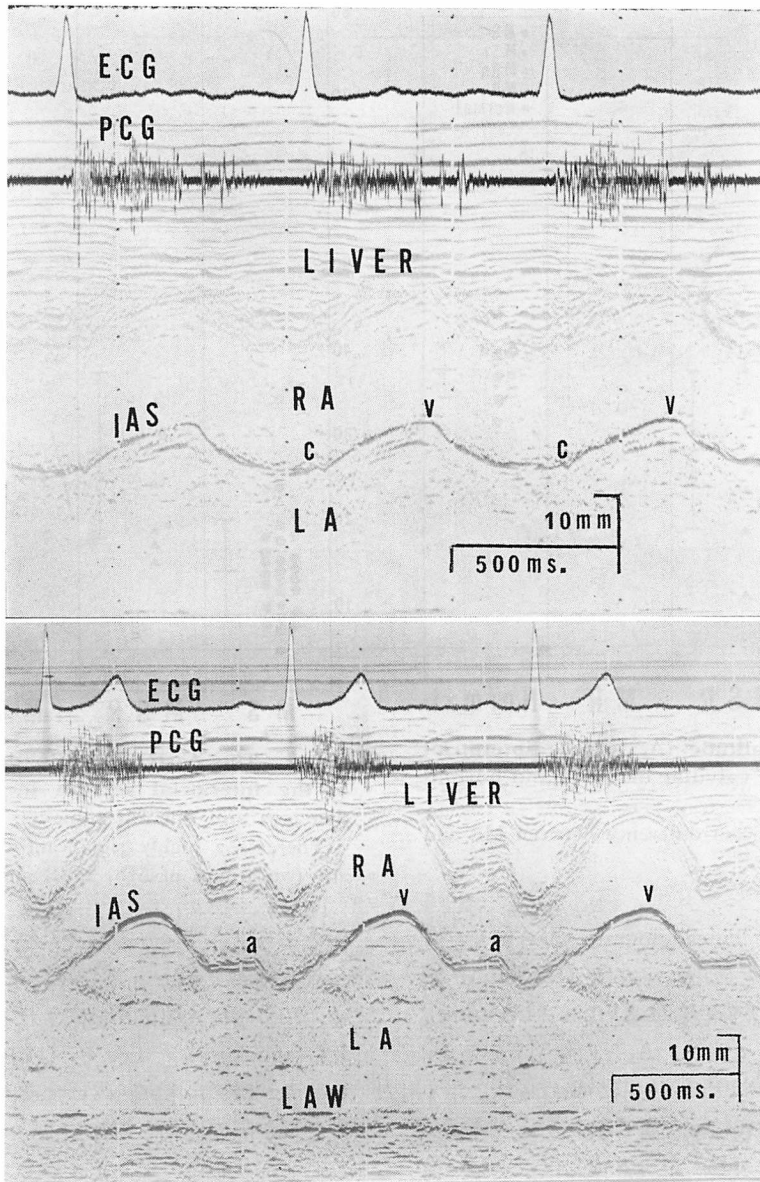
M-mode echocardiograms of the interatrial septum (IAS) from two patients with grade III^o mitral regurgitation (MR).
